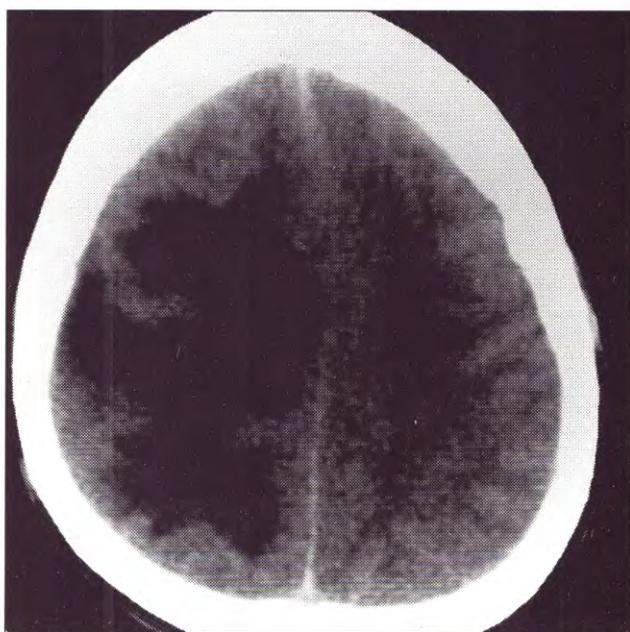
Tomografía computada con contraste revela expansión de la lesión con incremento del área de edema.
